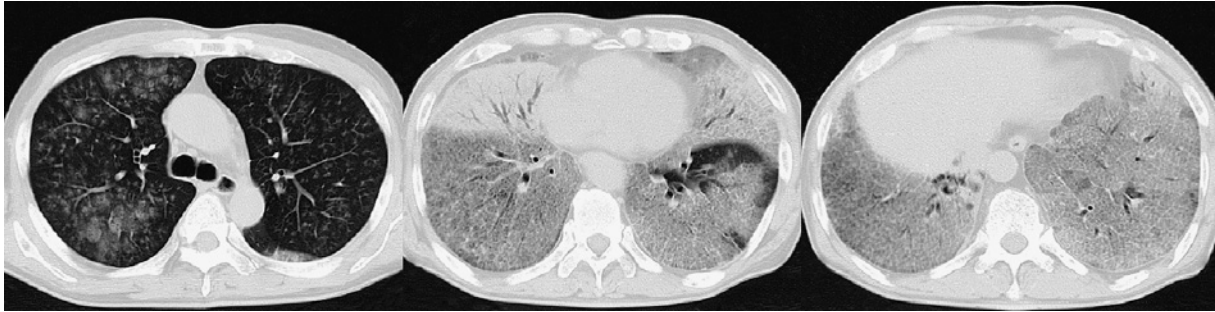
Chest computed tomography scans showing an extensive crazy-paving appearance, consolidation with an air bronchogram and areas of partially centrilobular ground-glass opacity.
